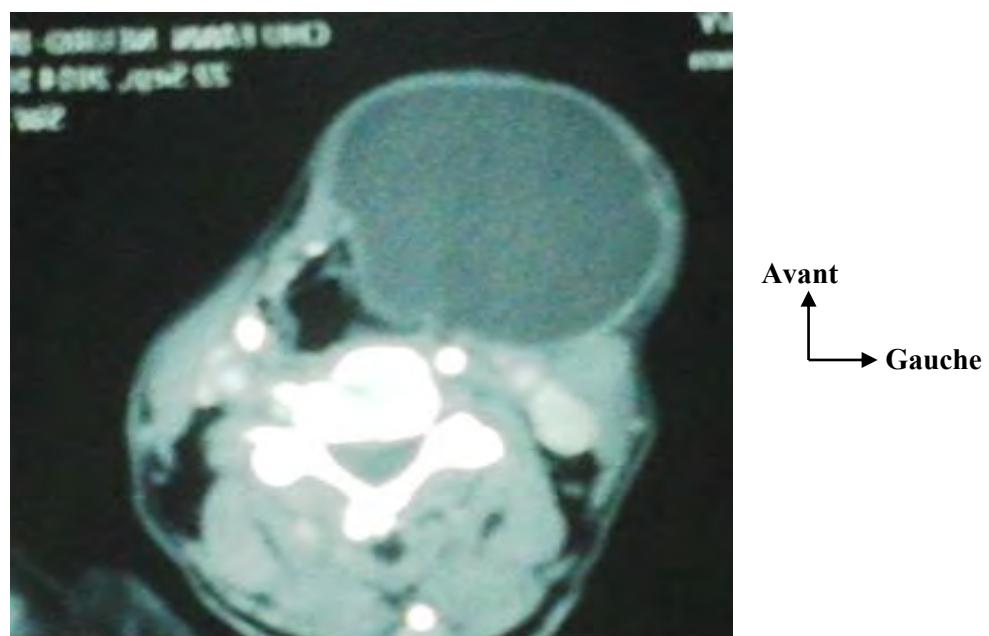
Image TDM en coupe axiale d'un patient présentant un KTT géant
